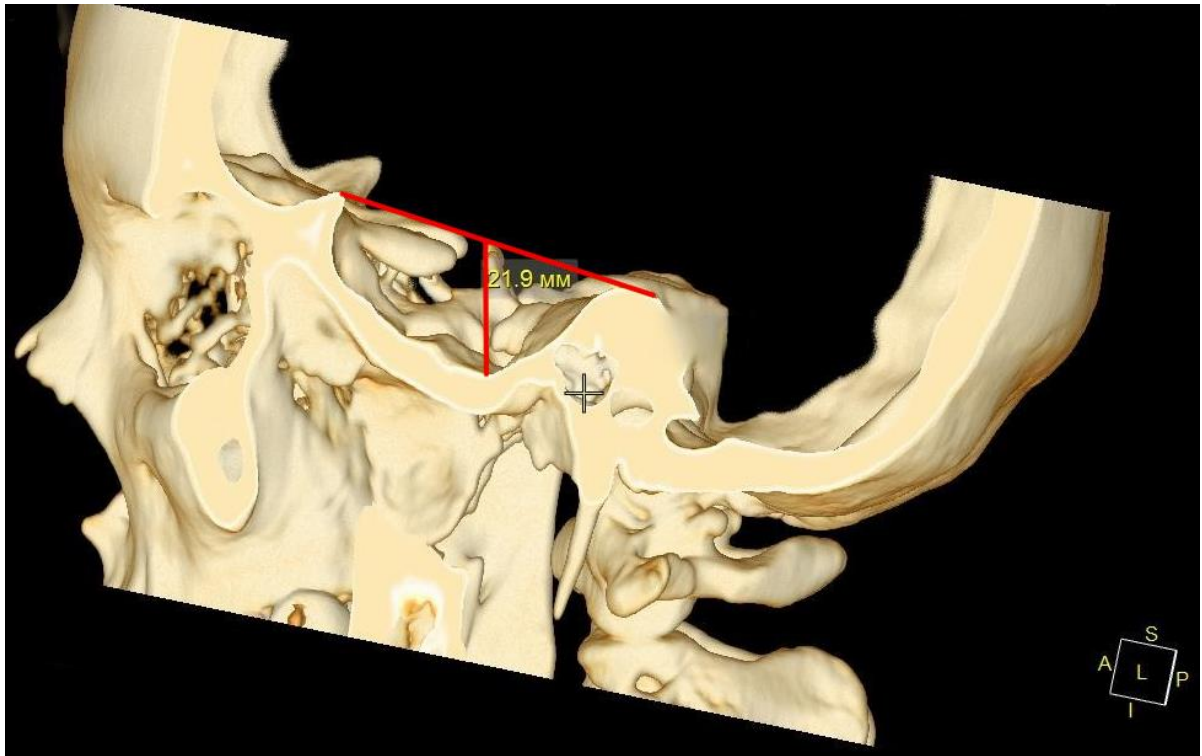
Визначення висоти СЧЯ на КТ знімках.
